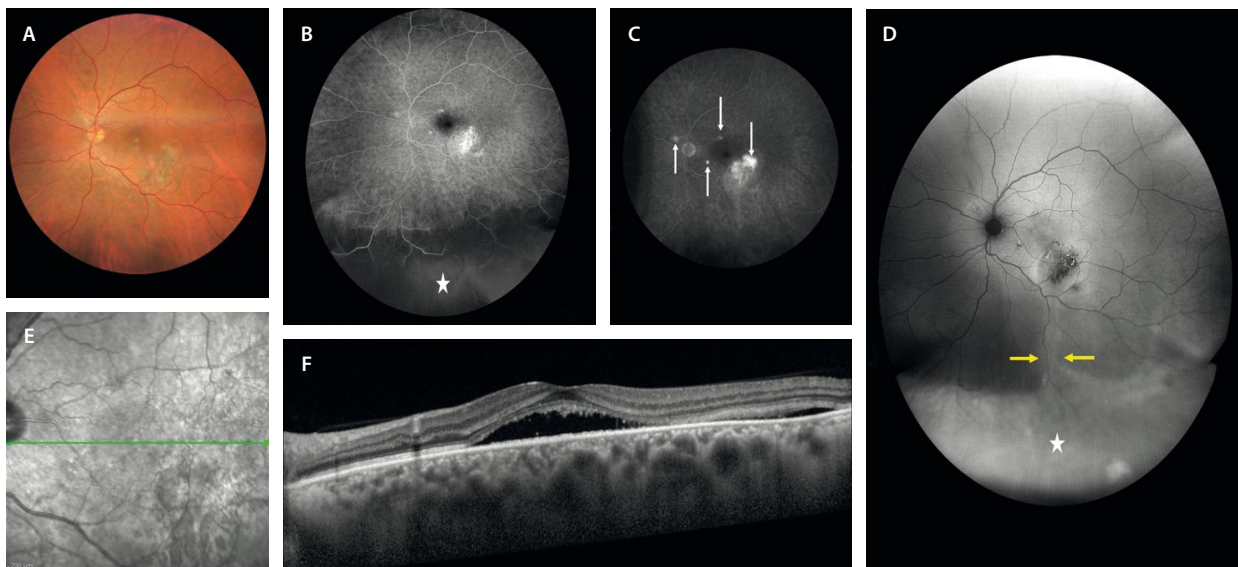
Desprendimiento de retina buloso inferior en la coriorretinopatía serosa central crónica. A) Retinografía con alteraciones pigmentarias. B y C) Angiografía con fluoresceína que muestra múltiples puntos de fuga hiperfluorescentes (flechas blancas en C), así como una hipofluorescencia inferior (estrella blanca en B) que delimita el desprendimiento buloso exudativo. D) La autofluorescencia presenta áreas hipoautofluorescentes granulares maculares, así como áreas de hiperautofluorescencia gravitacionales extensas que se corresponden con el fluido. E) La imagen cercana a la infrarroja presenta cambios de reflectividad por alteración difusa del epitelio pigmentario de la retina. F) La tomografía de coherencia óptica muestra un desprendimiento del neuroepitelio extenso con adelgazamiento de las capas externas.
